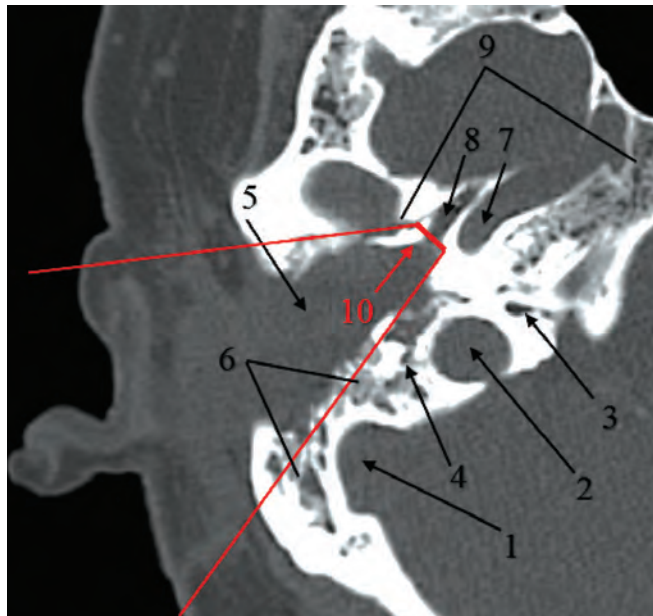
Компьютерная томография больной 3. с раком кожи правого наружного слухового прохода. Состояние после комбинированного лечения по месту жительства: продолженный рост опухоли, T3N0M0 (University of Pittsburgh). 1 — сигмовидный синус, служащий ориентиром задней границы субтотальной резекции пирамиды височной кости; 2 — внутренняя яремная вена, луковица которой служит ориентиром нижней границы субтотальной резекции пирамиды височной кости; 3 — водопровод улитки; 4 — сосцевидная часть канала лицевого нерва (данных, подтверждающих костную деструкцию, нет); 5 — область барабанной полости, заполненная мягкотканым опухолевым компонентом (барабанная перепонка не видна); 6 — сосцевидный отросток, часть ячеек не определяется в связи с вовлечением в опухолевый процесс и костной деструкцией, в оставшихся ячейках — субстрат; 7 — каменистая часть внутренней сонной артерии, служащая ориентиром передней границы субтотальной резекции пирамиды височной кости; 8 — костное устье евстахиевой трубы; 9 — область верхушки пирамиды височной кости (рентгенологических признаков поражения нет); 10 — граница резекции, прилегающая к устью евстахиевой трубы. Красным цветом обозначены границы резекции
